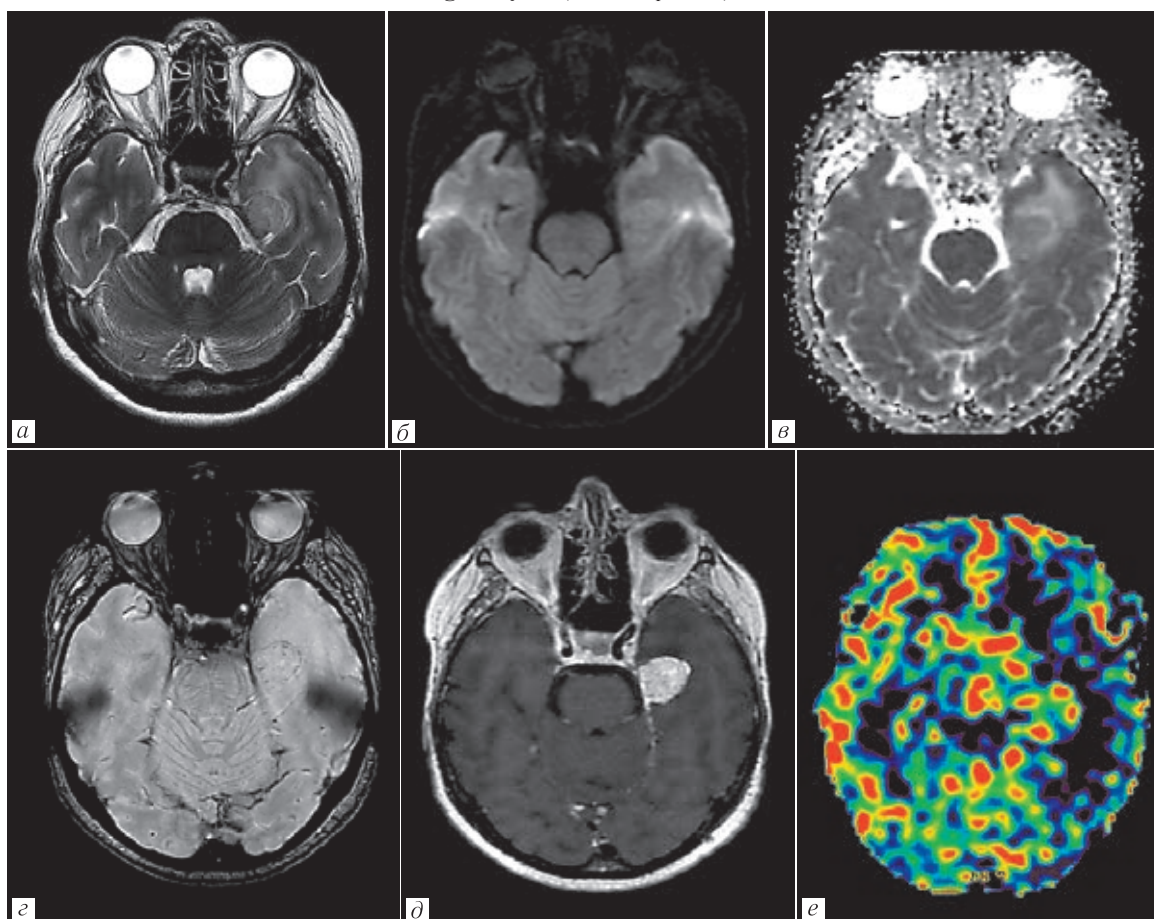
МРТ головного мозга пациента с хордоидной менингиомой: а — T2-ВИ; б, в — DWI, ADC; г — SWI; д — T1-ВИ с контрастированием; е — ASL-перфузия. Определяется внемозговое образование слева, растущее из наружного края намета мозжечка и окруженное вазогенным отеком. Опухоль имеет гиперинтенсивный сигнал на T2-ВИ, интенсивное гомогенное контрастирование с характерным симптомом «дурального хвоста». Отмечаются артефакты магнитной восприимчивости за счет кальцинатов на SWI, а также высокие значения скоростного перфузионного кровотока
